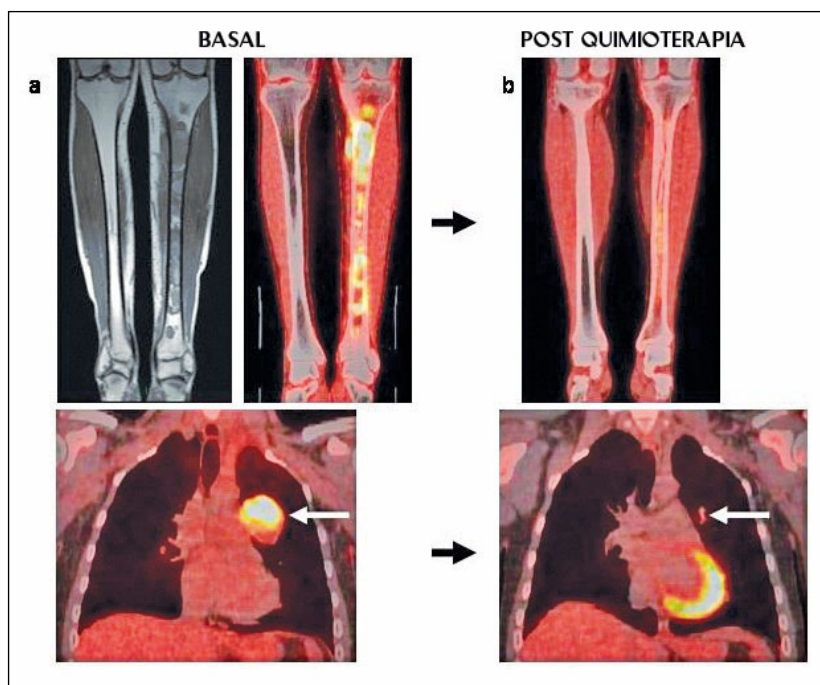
Paciente con sarcoma de Ewing en tibia izquierda. a) RM y PET/CT que muestran extensa lesión medular tibial con extensión a partes blandas en cara medial de tibia proximal (imágenes superiores), con alta captación de FDG. El PET demostró metástasis pulmonar izquierda hiper captante (flecha blanca). b) Luego de la quimioterapia se observa significativa reducción del metabolismo glucídico en tibia, y regresión completa de la lesión pulmonar, lo que traduce una excelente respuesta a quimioterapia.
